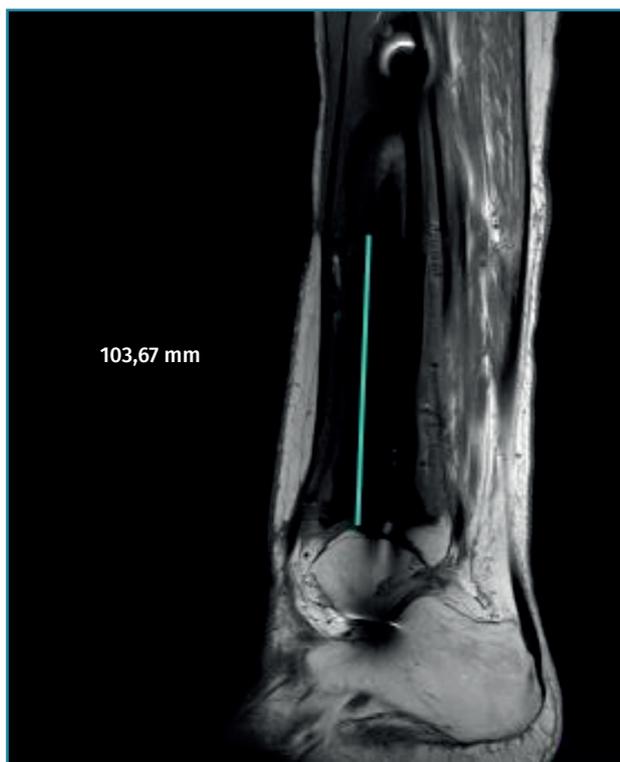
Resonancia magnética del defecto óseo tras la resección ósea del primer tiempo quirúrgico.
